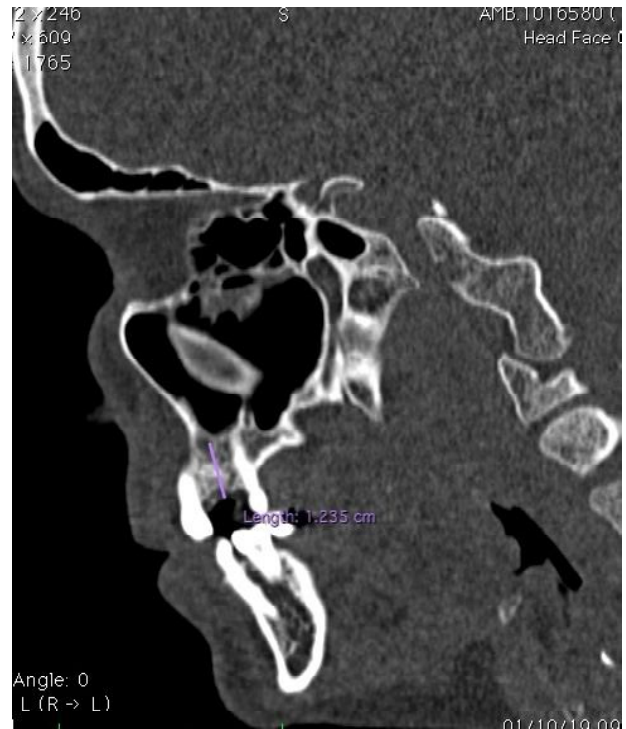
Tomografia computadorizada (corte sagital). Análise do diâmetro.
